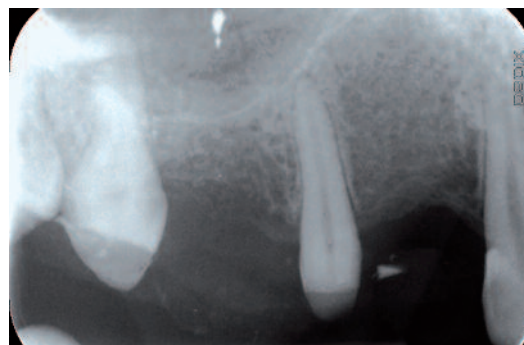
Contrôle radiographique.
